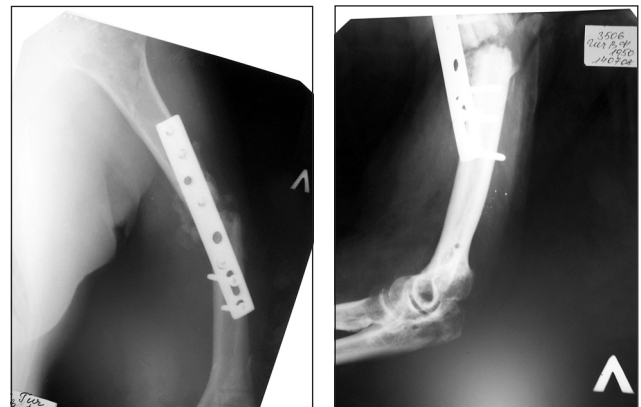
Фотовідбитки рентгенограм с/3 плечової кістки; неконсолідований перелом унаслідок порушення технології накісткового МОС: втрата первинної репозиції і розвиток нестабільності в системі «кістка-імплантат»
